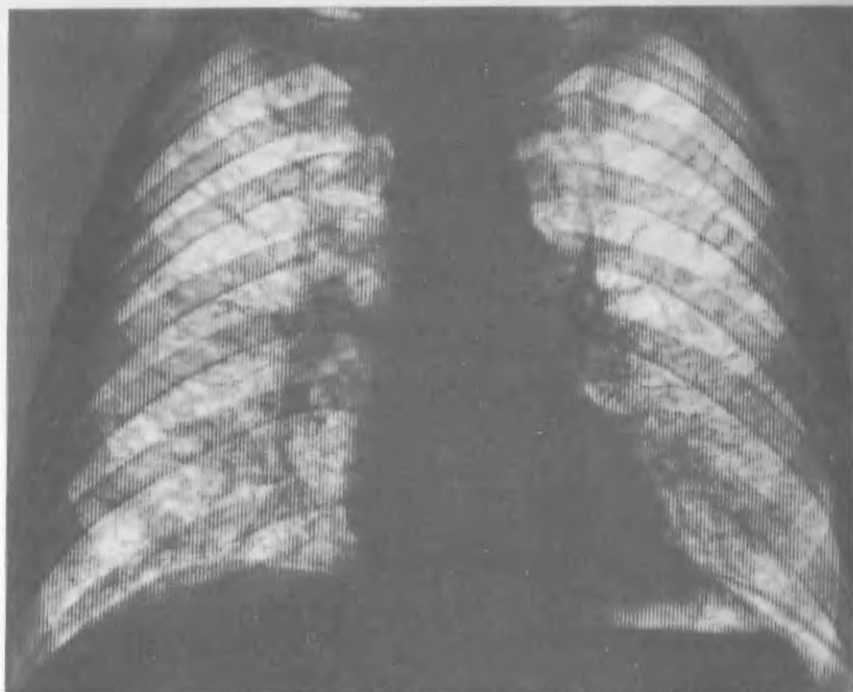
Рентгенограмма легких при раковом лимфангите (ортоградная форма) у больного раком желудка. Извилистые полосы, направленные к корням легких. Поражены главным образом средние и нижние отделы легких.
